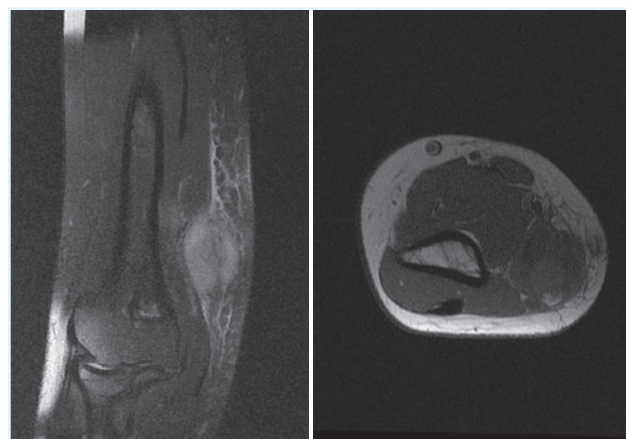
Ressonância magnética em D4 de internamento.
